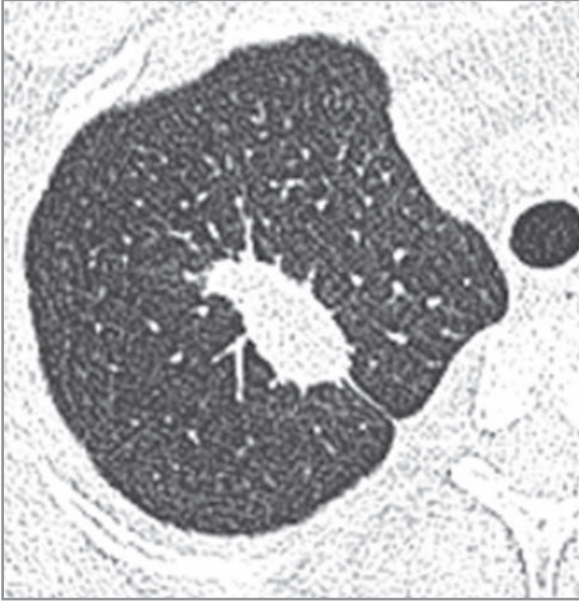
70 yaşında erkek hasta. BT'de akciğer penceresinde sol üst lobda düzensiz sınırlı 35 mm çaplı kitle görülüyor. Transtorasik iğne biyopsisi ile Wegener granülomatozis tanısı konuldu. Kitle çevresinde alveolar hemorajiyile uyumlu buzlu cam yoğunlukları izleniyor.
